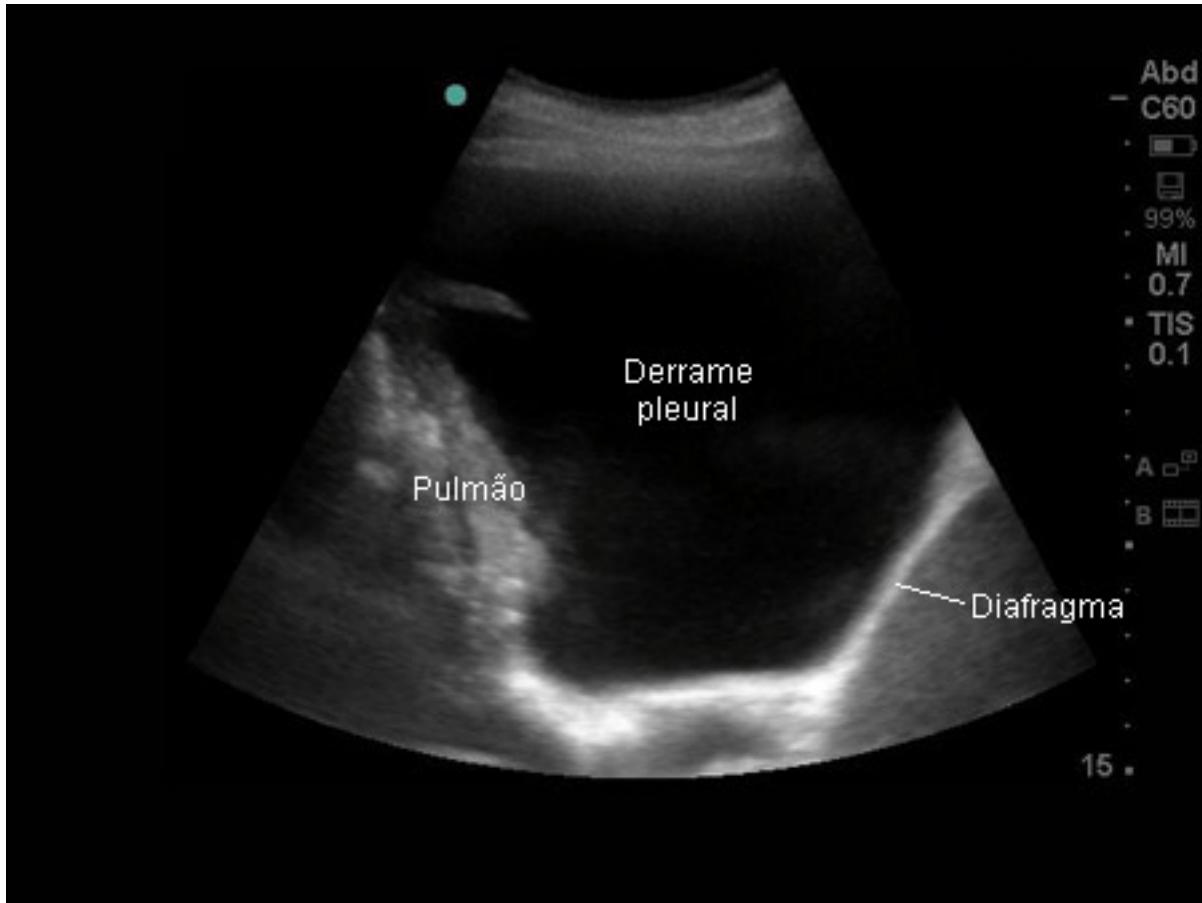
Imagem de ultrassonografia torácica de derrame pleural simples volumoso
